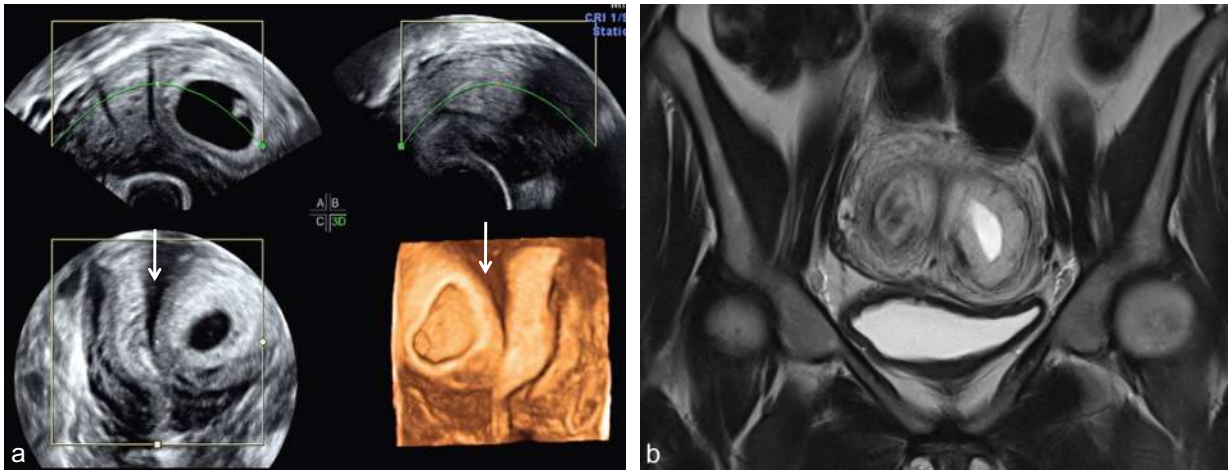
Grossesse sur utérus cloisonné. a. Grossesse de 7 SA en reconstruction 3D. La cloison utérine est nettement individualisée (→). b. IRM : grossesse arrêtée (3^e fausse couche), œuf non évolutif visible dans la cavité gauche.
